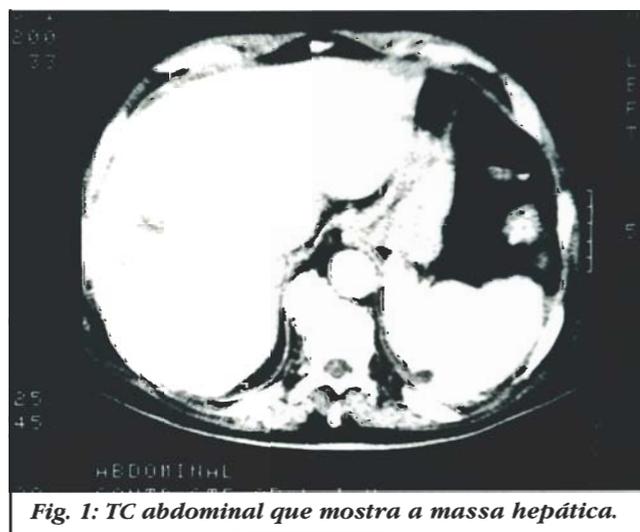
TC abdominal que mostra a massa hepática.
